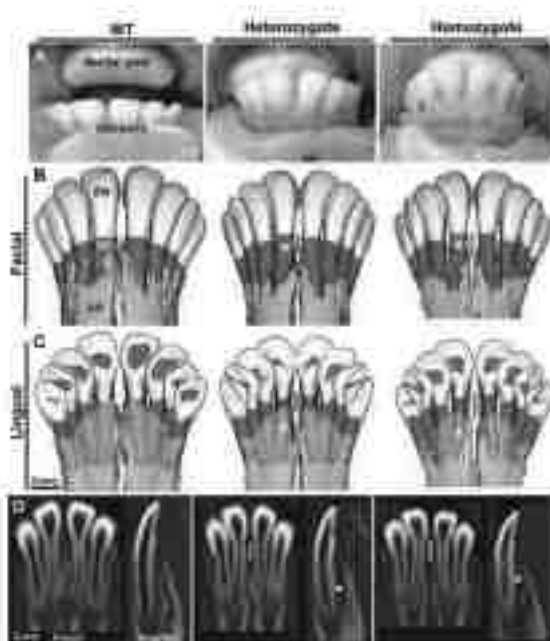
Photographies exobuccales, reconstitutions micro-CT et radiographies des incisives mandibulaires des moutons WT et HPP hétérozygotes et homozygotes (27).
